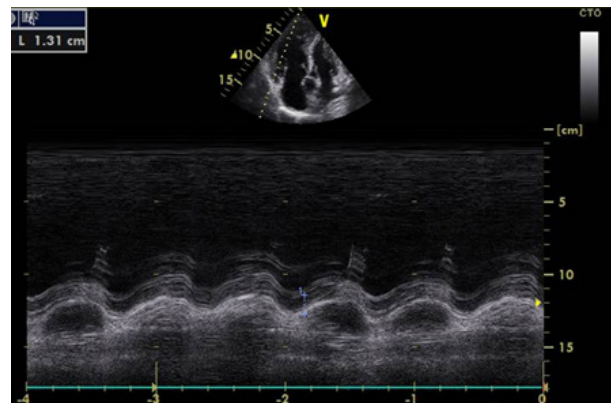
Ecocardiograma. Disminución de la excursión sistólica del anillo tricúspideo, medida mediante modo M, indicando deterioro de la función sistólica del ventrículo derecho.
